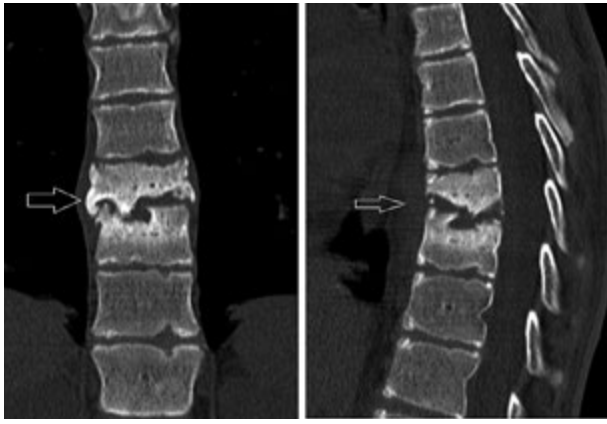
Контактна деструкція тіл хребців поперекового відділу (КТ, знімок наданий Н.В. Дереш)
